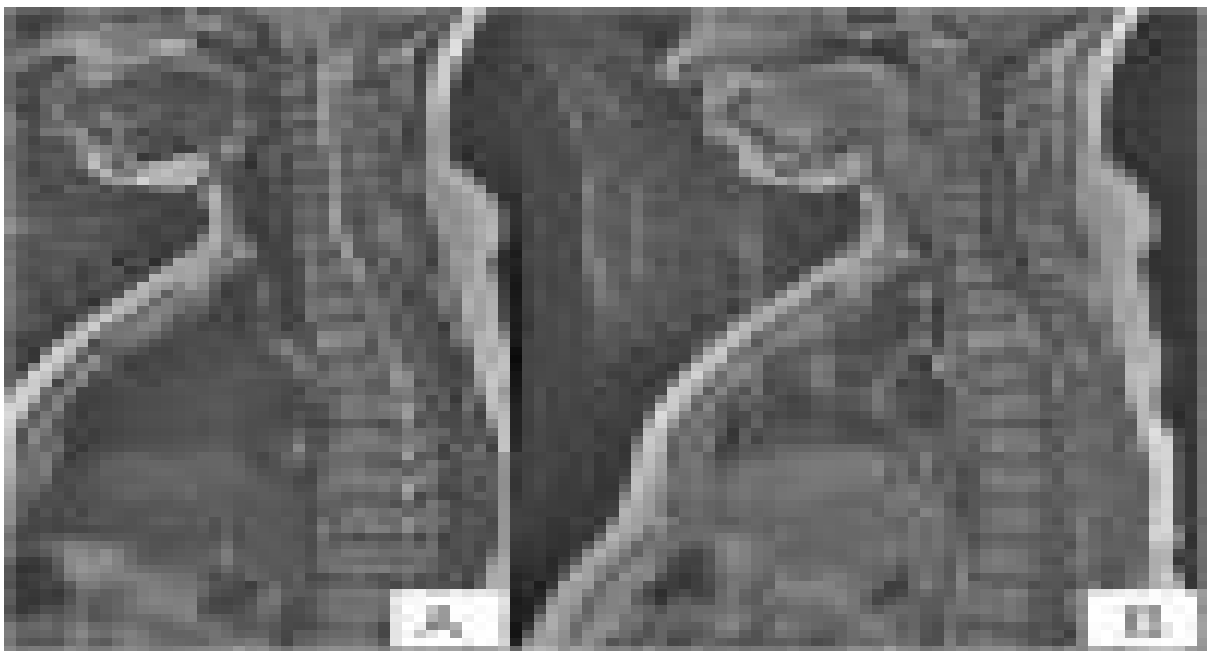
IRM médullaire en coupe sagittale montrant une spondylite de la quatrième vertèbre dorsale (T4) comprimant fortement le cordon médullaire.
